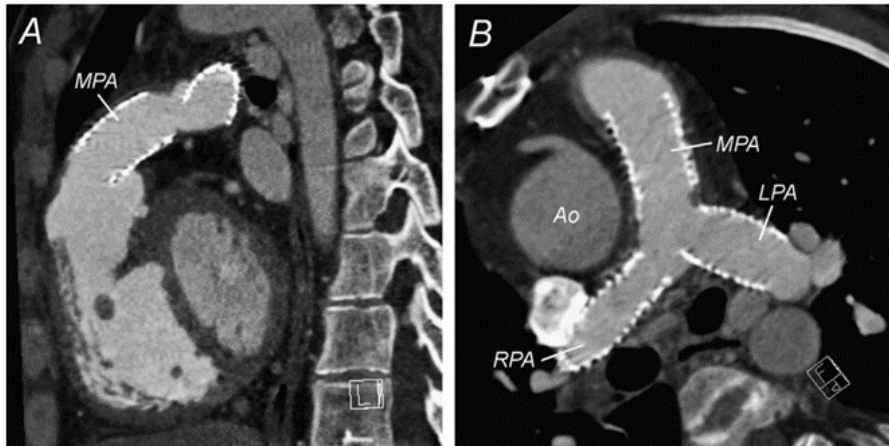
CT 矢状位 (A) 和轴位 (B) 显示 RVOT 和肺动脉及分支, 并显示通畅的肺动脉内支架。Ao, 主动脉
